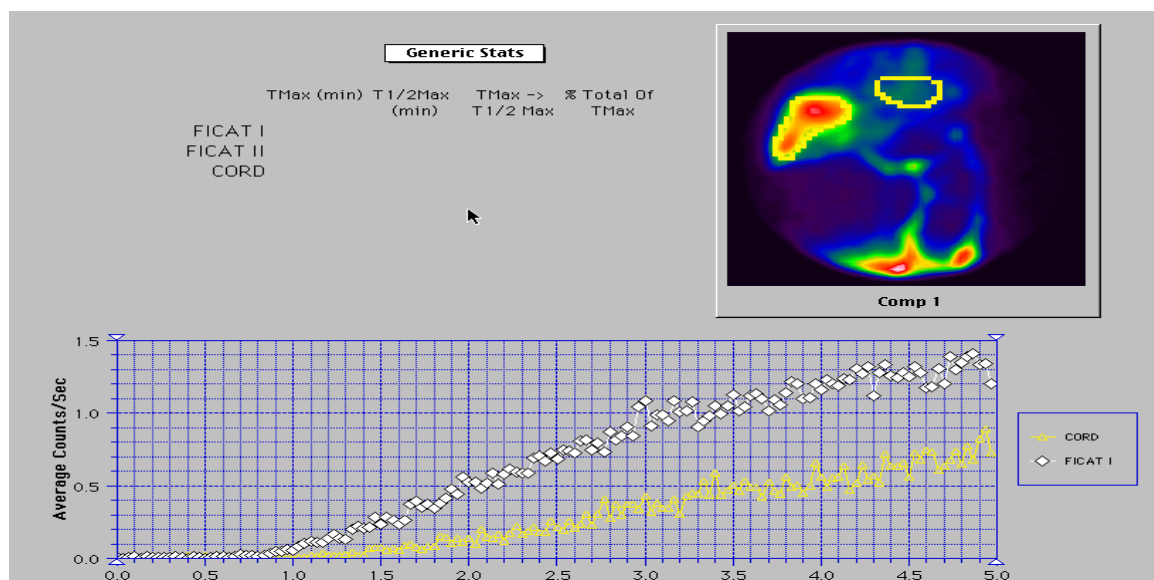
Curbe recto-portoscintigrafice într-un caz normal, în care curba hepatică o precede pe cea cardiacă cu 24s.
